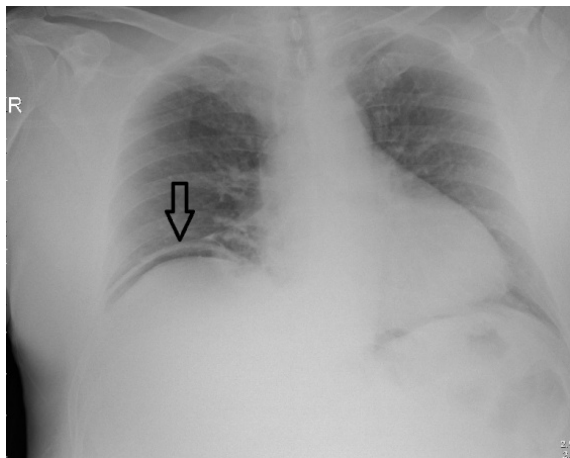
Radiografía de tórax en bipedestación: Neumoperitoneo.
